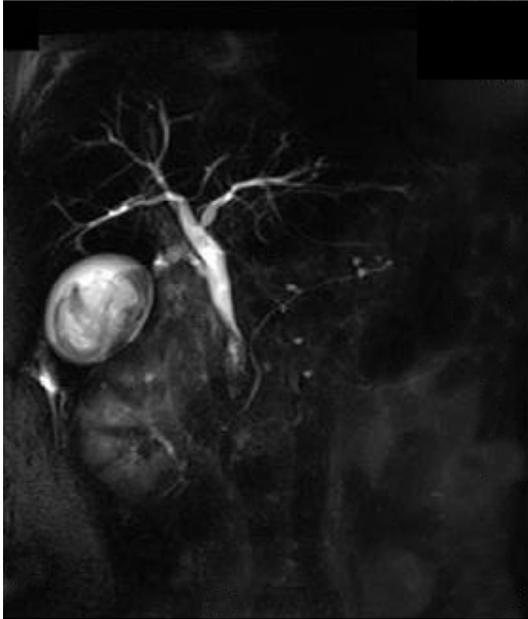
Magnetic resonance cholangiopancreatography: the subcapsular hepatic hematoma decreased markedly in size with conservative treatment including antibiotics and percutaneous drainage.
